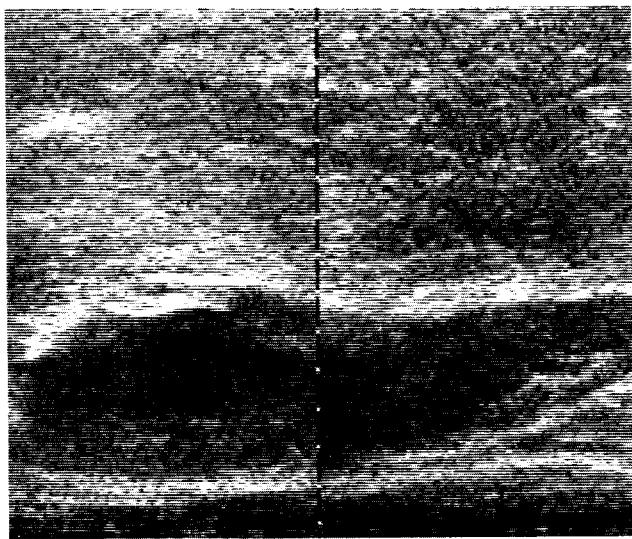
한 환자의 수술 전 복부 초음파 소견
